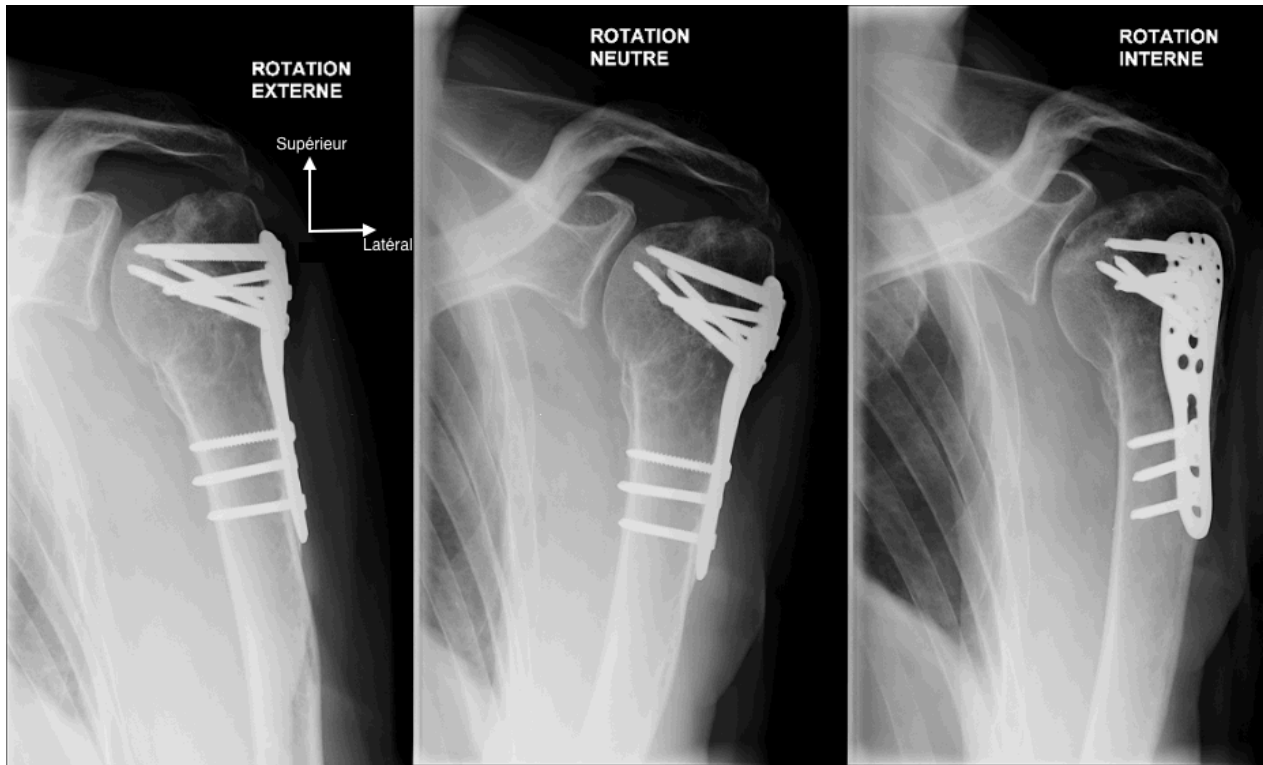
Radiographie d'épaule gauche face en 3 rotations montrant une ONATH parcelle supérieure
